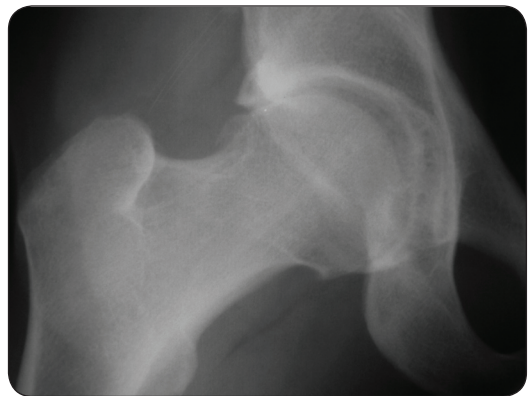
Radiografía de una cadera derecha con PFA combinado (pincer y cam) y con cambios degenerativos por lesión por contragolpe en la zona posteroinferior.
